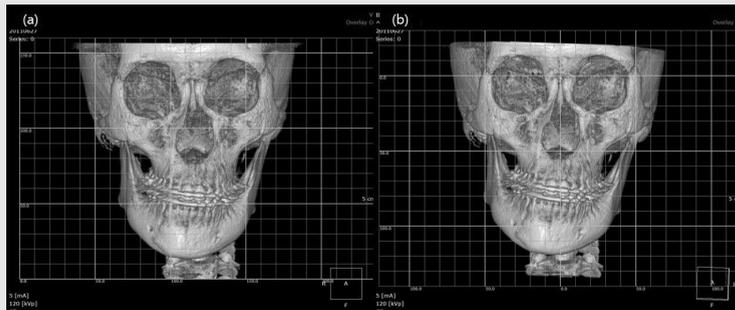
수술전 CBCT 영상. (a) habitual position, (b) re-oriented position
